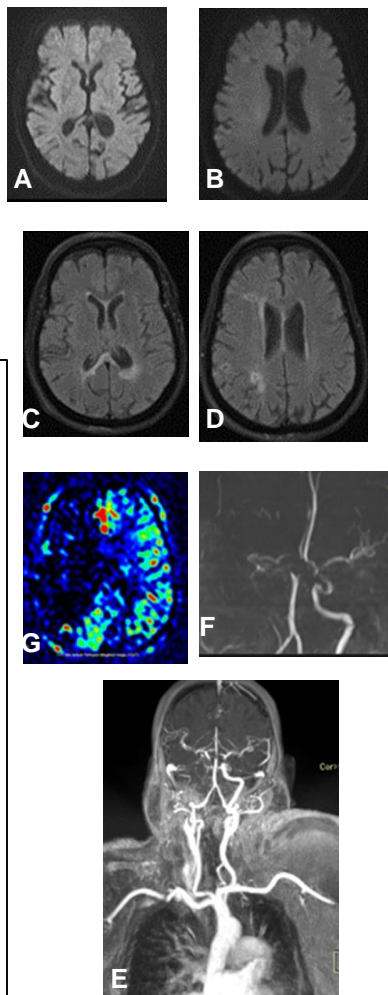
A, B. IRM cérébrale séquence de diffusion en coupe axiale, normale; C et D. IRM cérébrale séquence FLAIR montrant une leucomélie vasculaire avec des flux lents à droite; E. angio IRM TOF montrant une occlusion proximale de l'ACM droite; F. IRM cérébrale, séquence de perfusion ASL montrant une hypoperfusion de l'hémisphère droit; G. angio IRM TSA montrant une occlusion carotidienne droite (flèche rouge) et ACM droite (flèche bleue)
